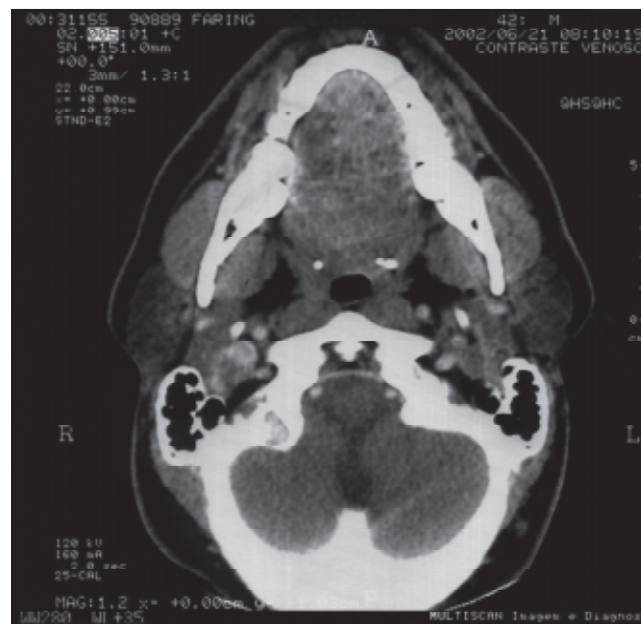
TC de faringe e região cervical normal, três semanas após o tratamento com levofloxacina.
